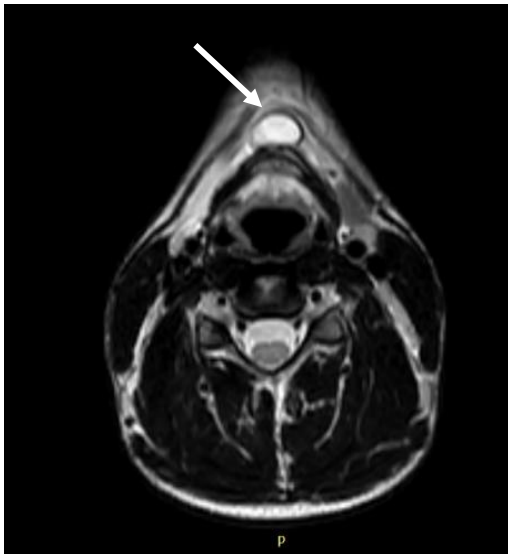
МРТ срединной кисты шеи
